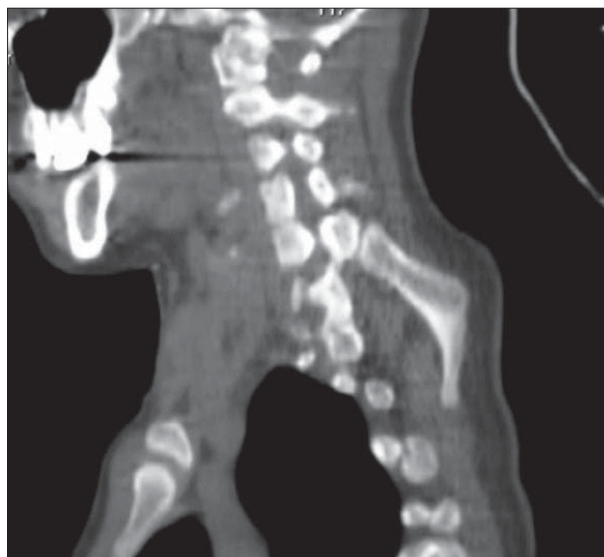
Computer tomography. Proximal end of omovertebral bone at C5 lamina visible on sagittal section
